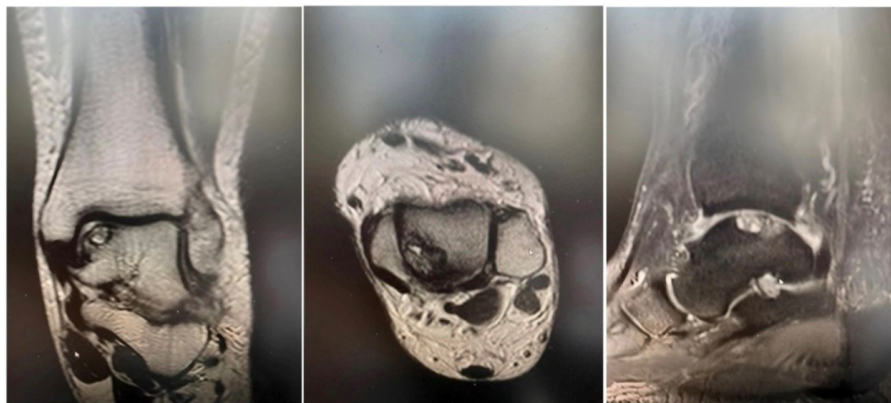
МРТ левого голеностопного сустава. Визуализирован участок некроза
